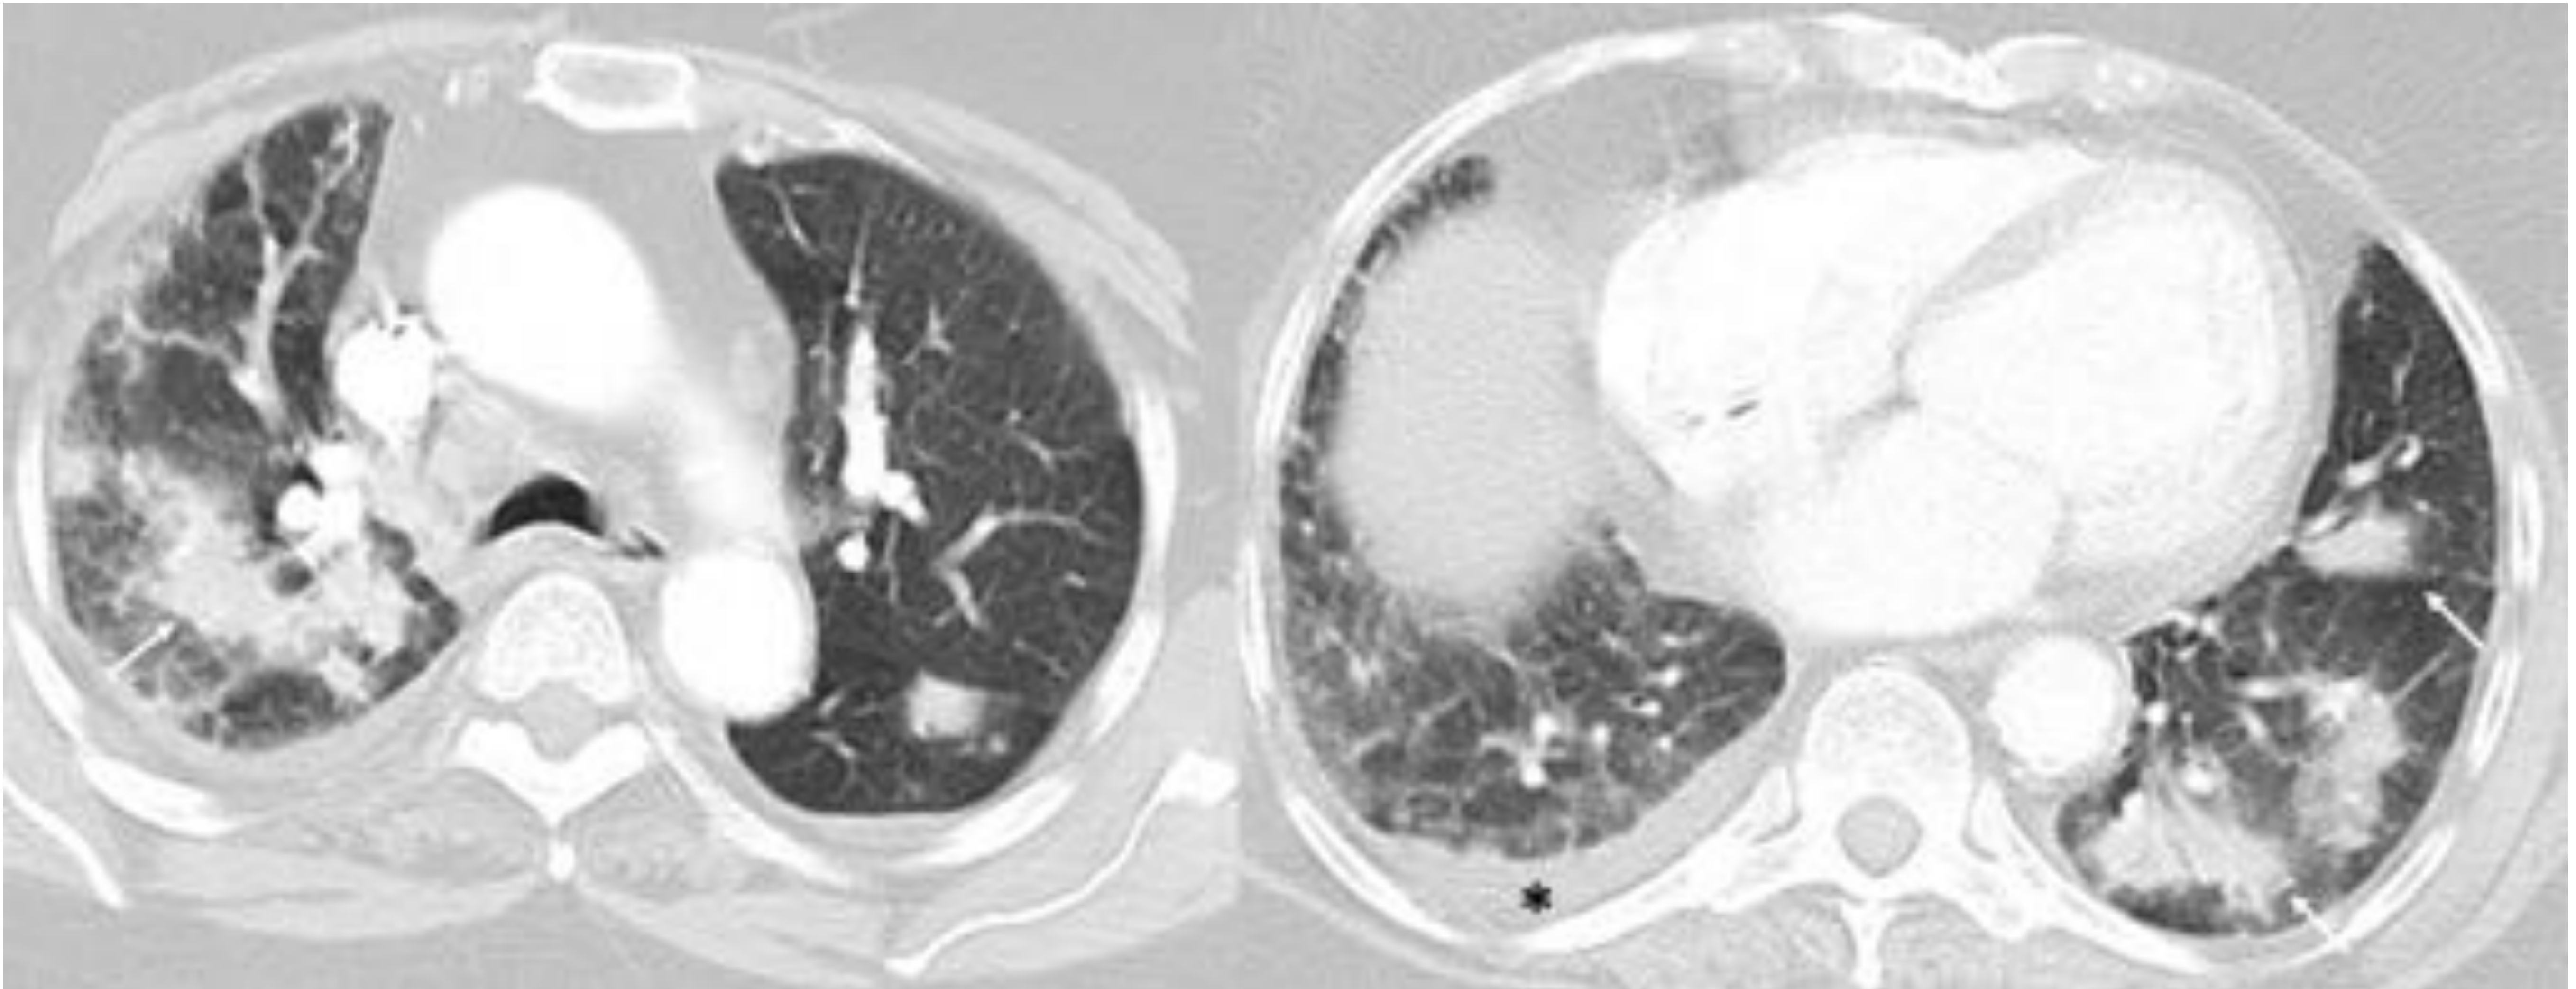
Mujer de 59 años con AR que acude a urgencias por disnea progresiva de varios días de evolución. En la TC se observan consolidaciones parcheadas bilaterales (flechas) y discreto derrame pleural en hemitórax derecho(*), hallazgos compatibles con neumonía organizada.
